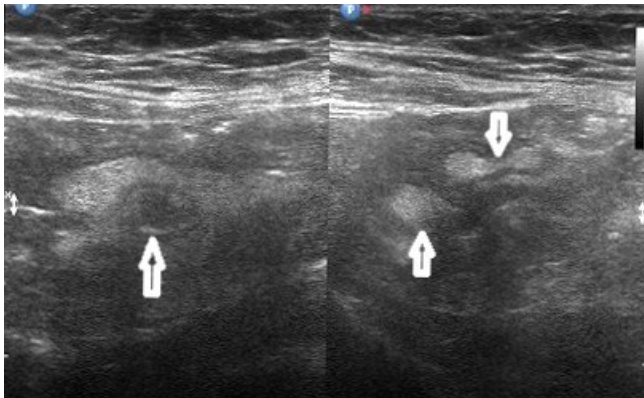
Forma brodawkowa ZKK na dwóch przekrojach wykazana po enteroklizie TK (strzałki). Płyn otacza zastawkę
